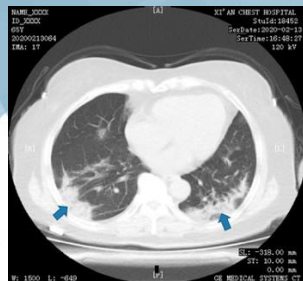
CT muestra GGO (ground-glass opacity, áreas dispersas de atenuación alveolar), sombras opacas debajo de la pleura en el campo inferior, signo de broncograma aéreo.
